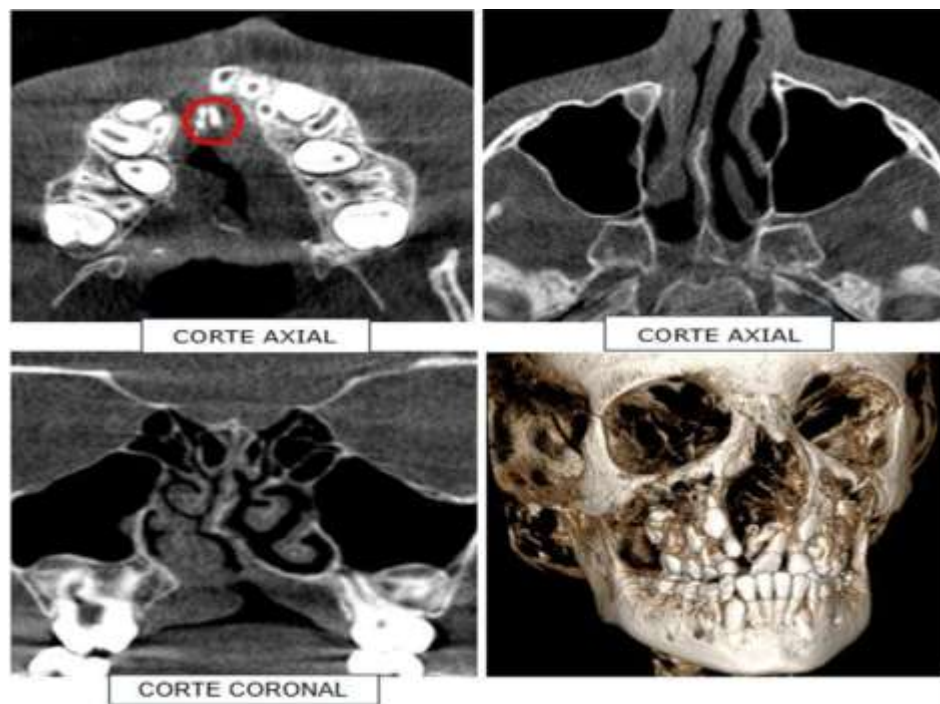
Tomografía computarizada al paciente.
